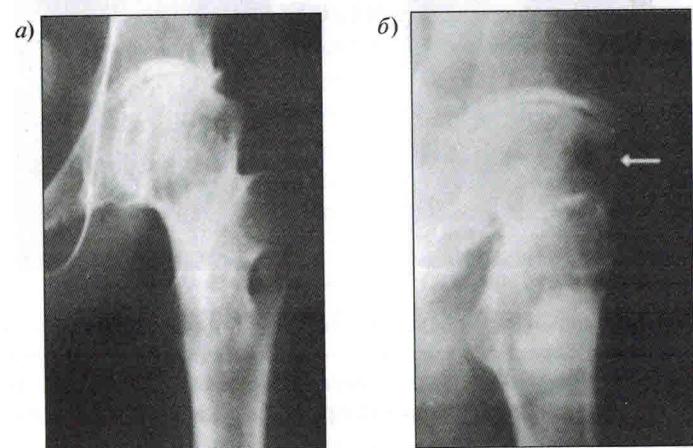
Очаг деструкции в области головки бедренной кости, не определяемый на стандартной рентгенограмме (а) и легко выявляемый (стрелка) в боковой проекции (б)
